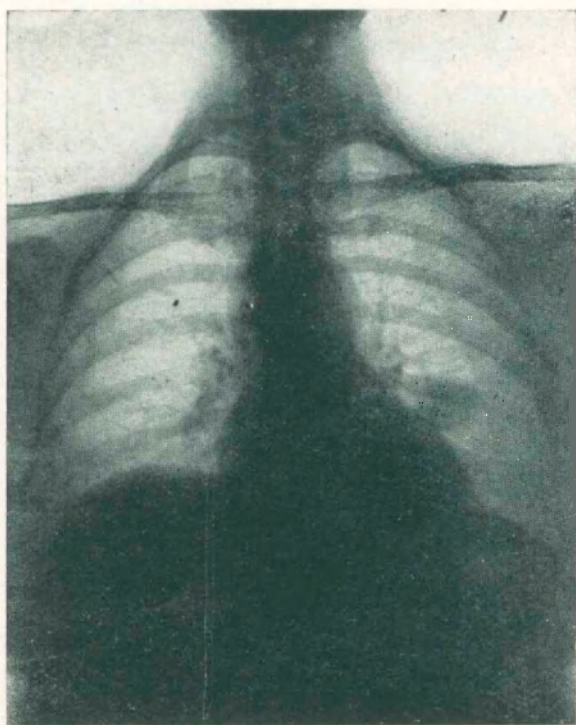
Historia Clínica N° 30. Radiografía de tórax que muestra una sombra hiliar izquierda de origen metastásico y en la base del mismo pulmón otra del tamaño de una nuez grande, indudablemente del mismo origen.
